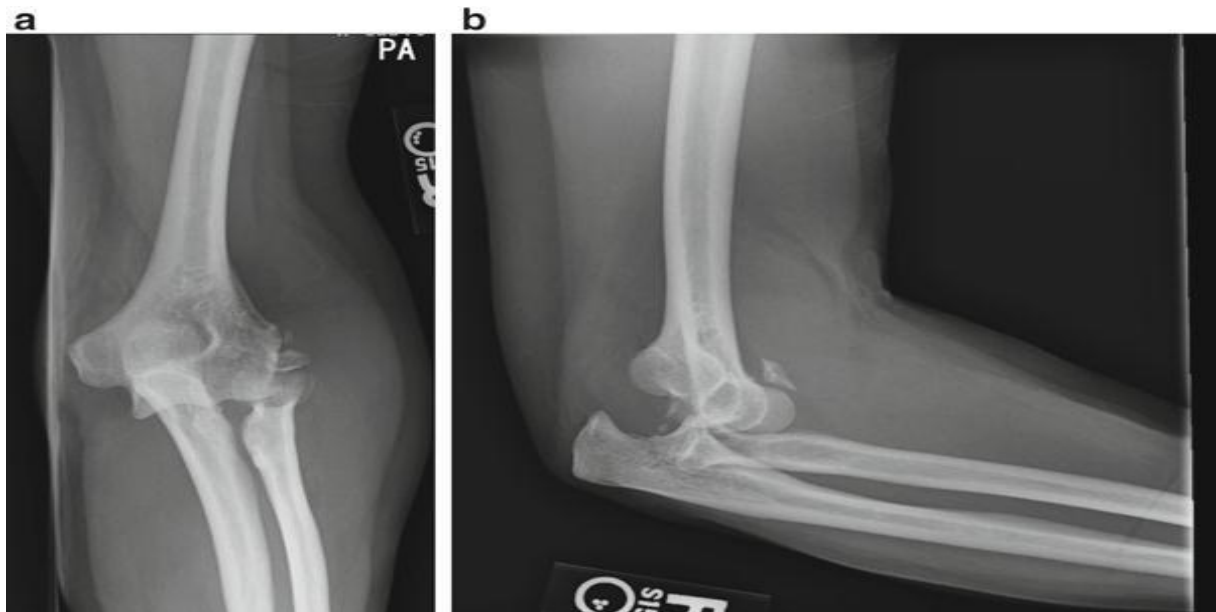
Radiographies d'un coude présentant une triade terrible.
